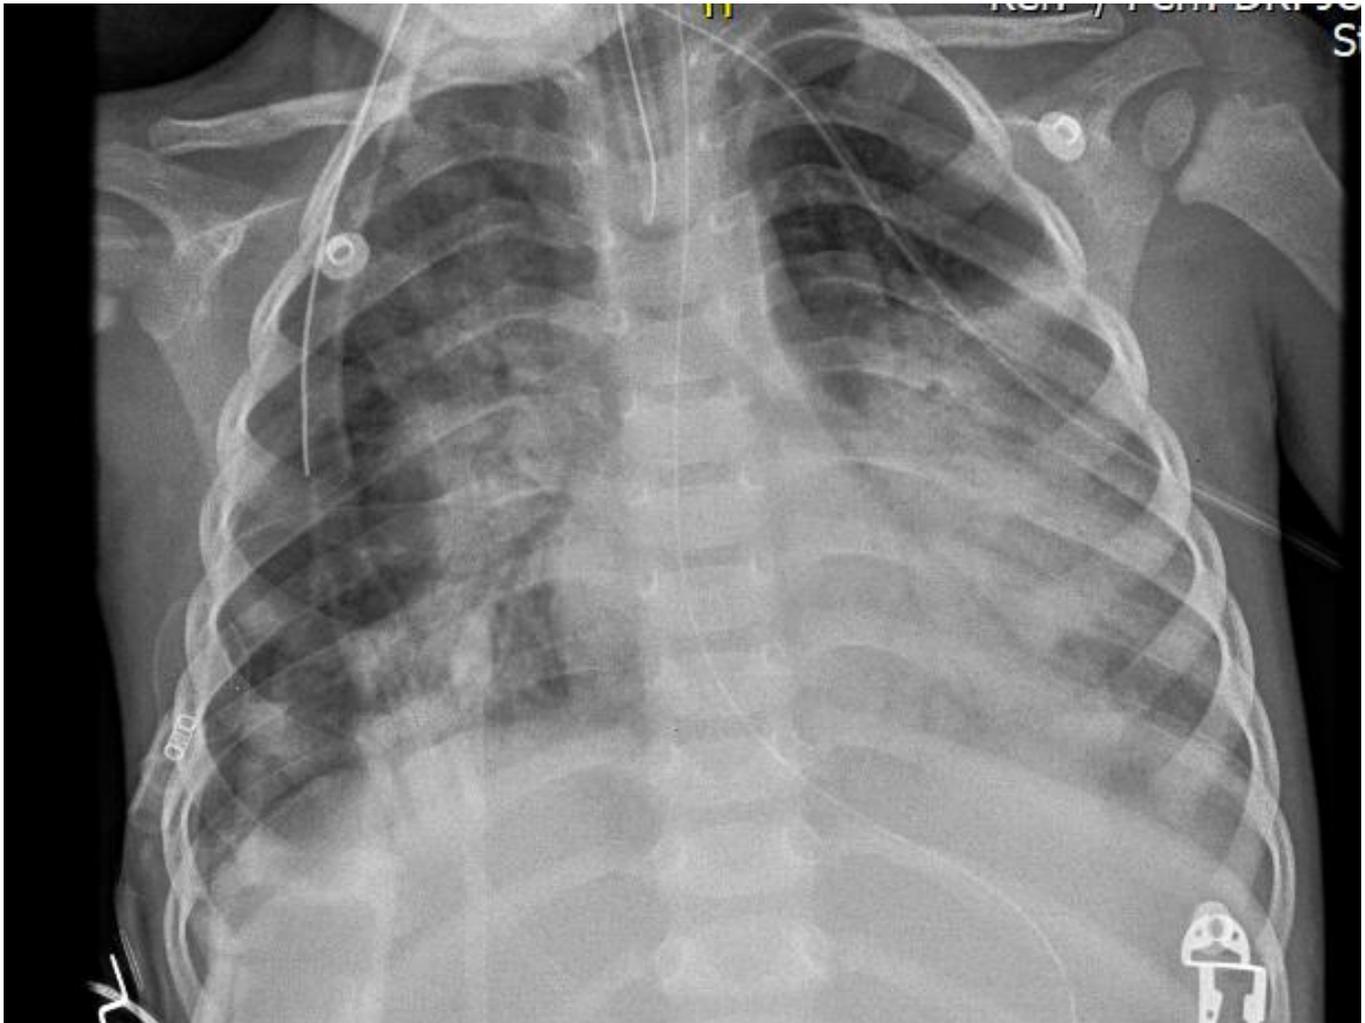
Radiografía de tórax paciente masculino de 2 años de edad
